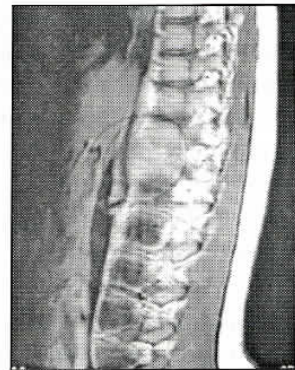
Ressonância Magnética Nuclear da coluna dorso-lombar. Ponderação T1. Espondilodiscite D11-12, com fuso paravertebral sugestivo de colecção abcedada.
